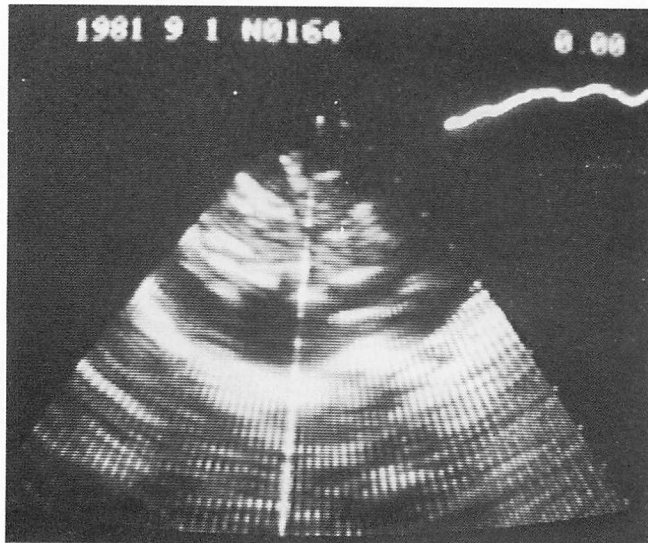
Long-axis two-dimensional echocardiogram.
